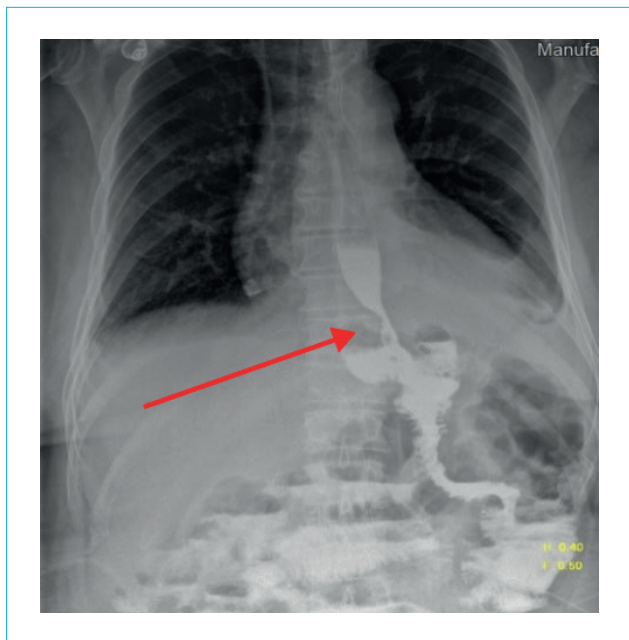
Рентгенография эзофагоэнтероанастомоза с водорастворимым контрастом: без признаков несостоятельности
